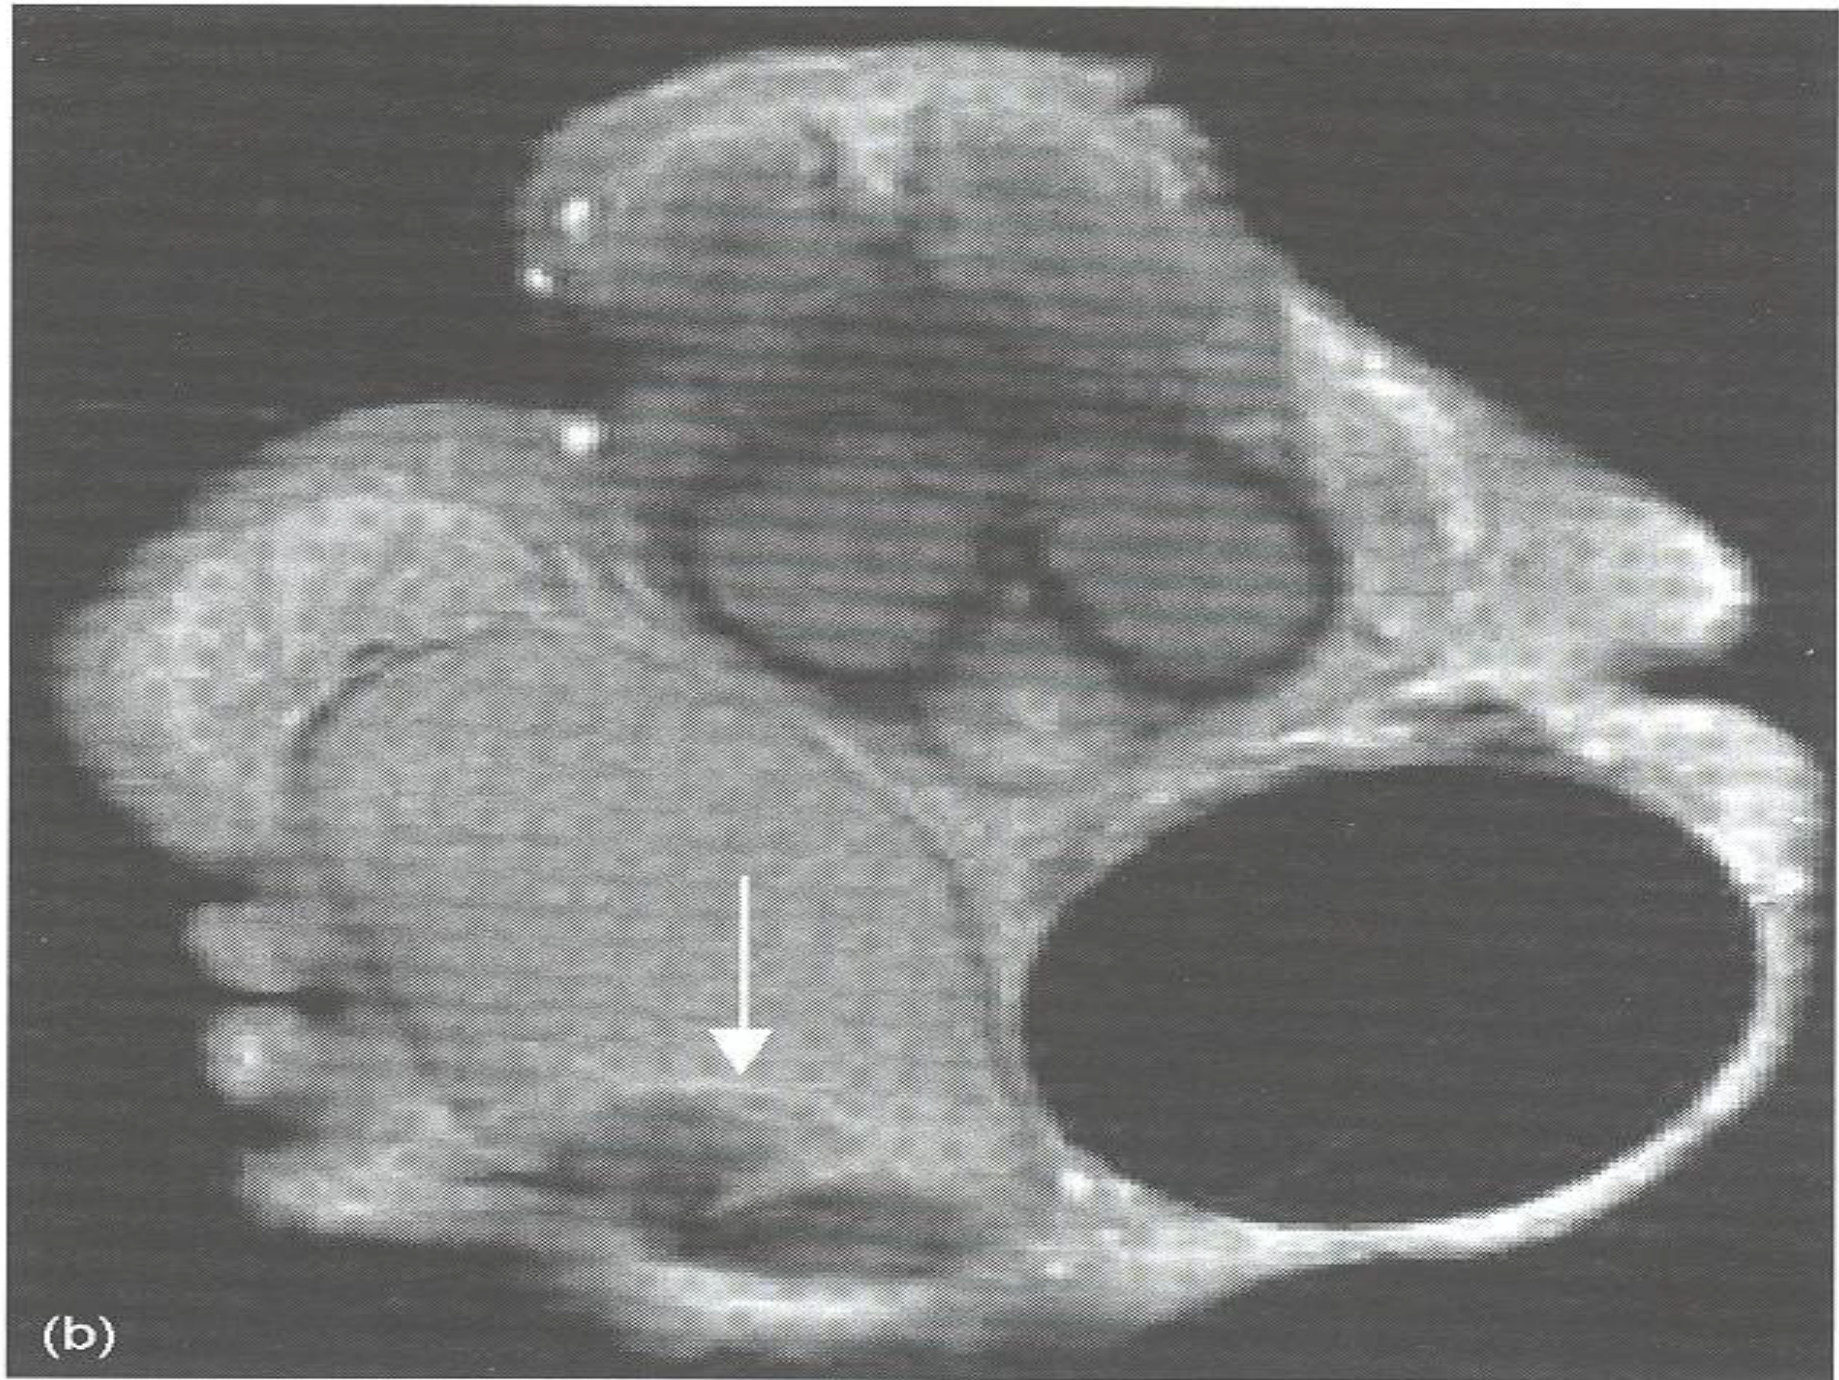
T2-weighted image of upper pole tumor demonstrates pseudocapsule of higher density. Tumor itself has low signal intensity and appears to have 3 small tumor nodules.
